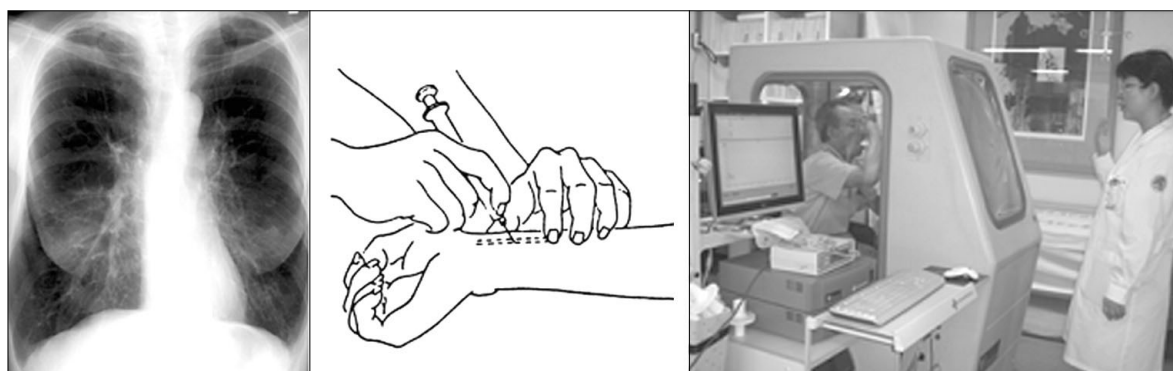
Simple chest X-ray, arterial blood gas analysis and pulmonary function test to diagnose the cause of dyspnea initially
